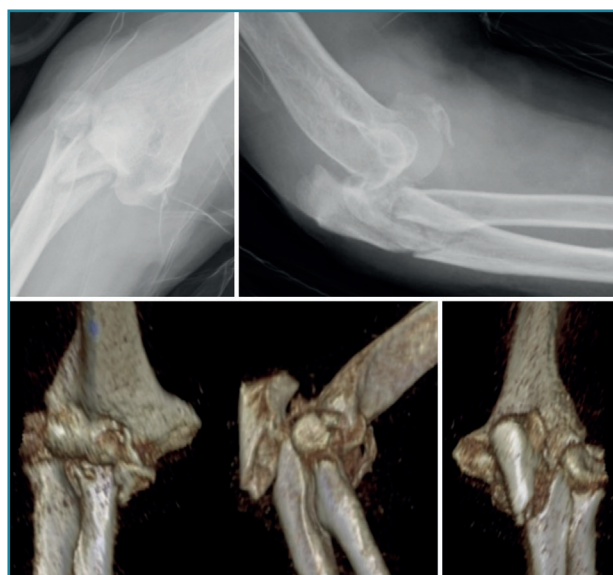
Fractura-luxación variante de Monteggia posterior: radiología y tomografía axial computarizada tridimensional.
